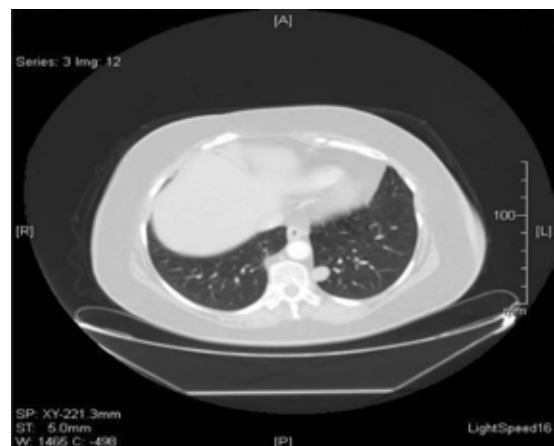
TAC de tórax con ventana pulmonar. Se observa nódulo en segmento basal medial del lóbulo izquierdo bien definido, redondeado de 18mm.
